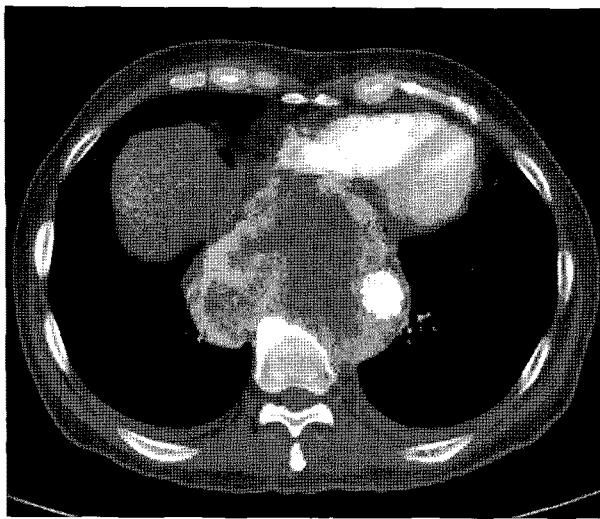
CT shows an heterogenous mass surrounding descending thoracic aorta.
